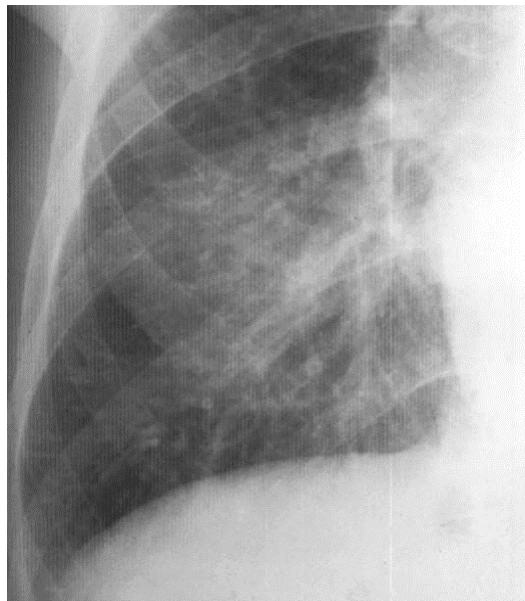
Radiographie thoracique de face centrée sur la base droite. Visibilité des lignes de Kerley B.
